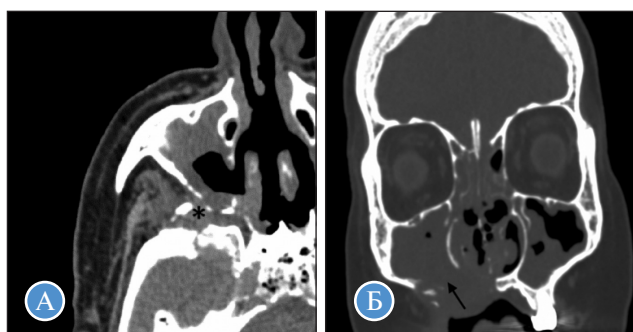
КТ околоносовых пазух двух пациентов: А — аксиальная плоскость, мягкотканое электронное окно; Б — корональная плоскость, костное электронное окно
